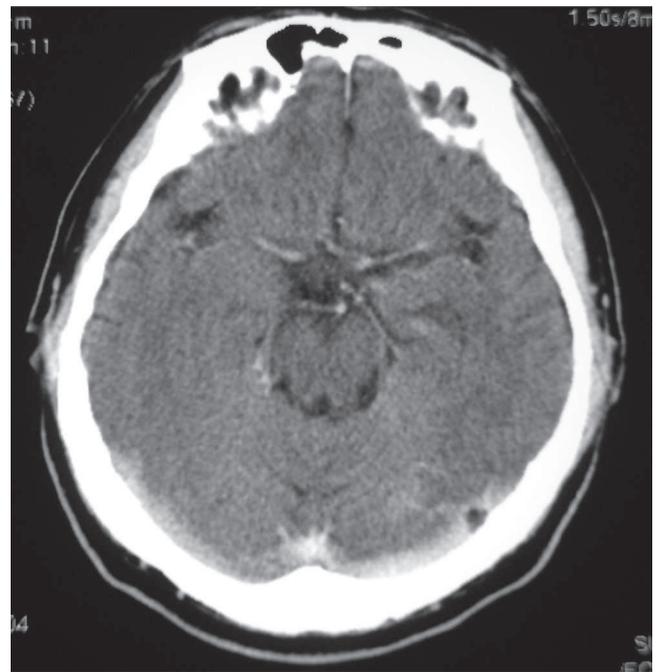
КТ головного мозга пациента К. от 13.03.09 г. после введения контраста
